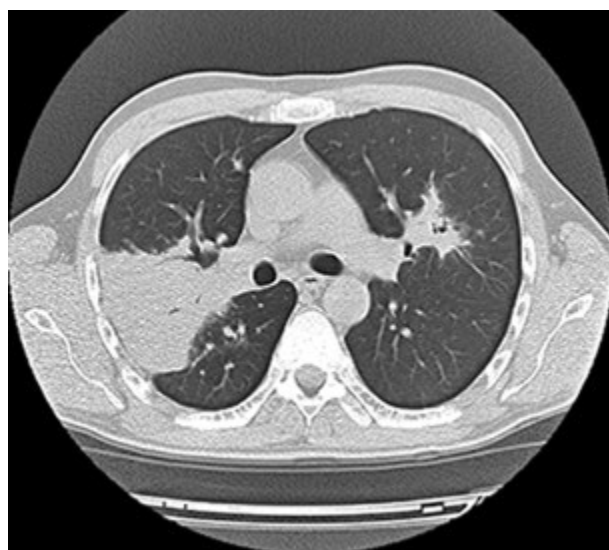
КТ-изображение двустороннего аспергиллезного поражения легких при подостром аспергиллезе
